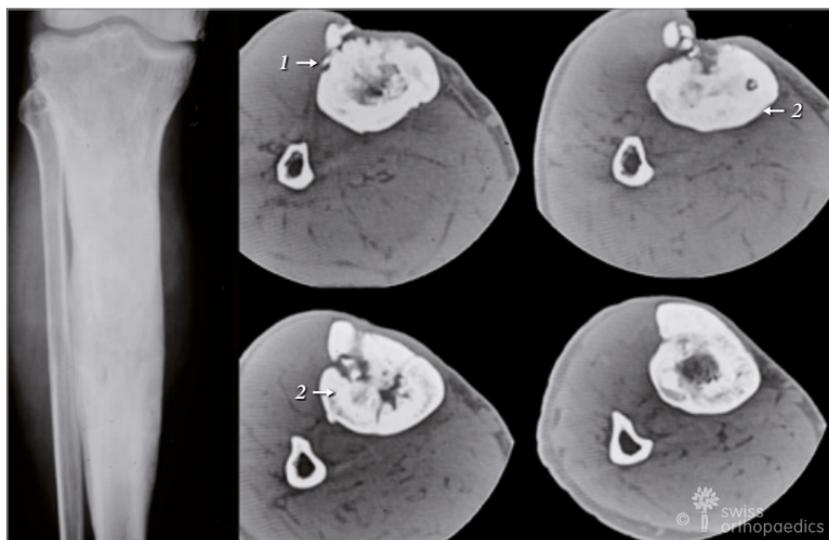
Ostéomyélite 2 ans après ostéosynthèse, 1 an après la dépose du matériel. Seule la TDM permet d'identifier la localisation des multiples séquestres. Flèches : 1 séquestre périphérique, 2 séquestres centraux, en partie profondément enfouis dans l'os néoformé (cf. Fig. 8-12).
